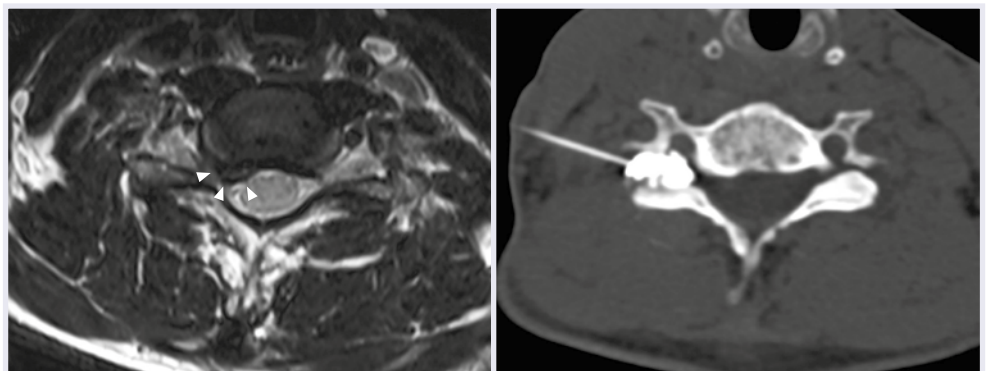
Links: Axiale, T2-gewichtete MRT auf Höhe von HWK 6/7 mit einer paramedianen Diskushernie. Rechts: CT-gesteuerte transforaminale Infiltration HWK 6/7, Lagekontrolle der Nadelspitze mittels Kontrastmittel.
